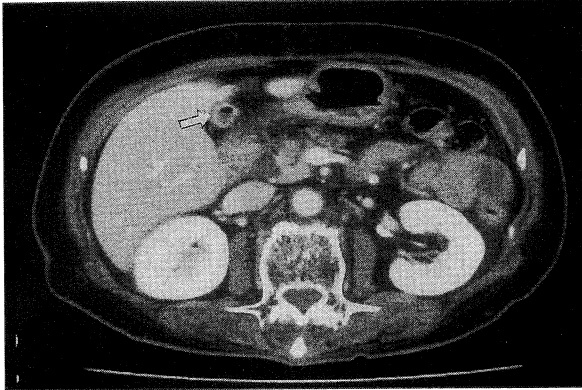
腹部CT検査：萎縮した胆嚢内にガス像(矢印)を認めた。
